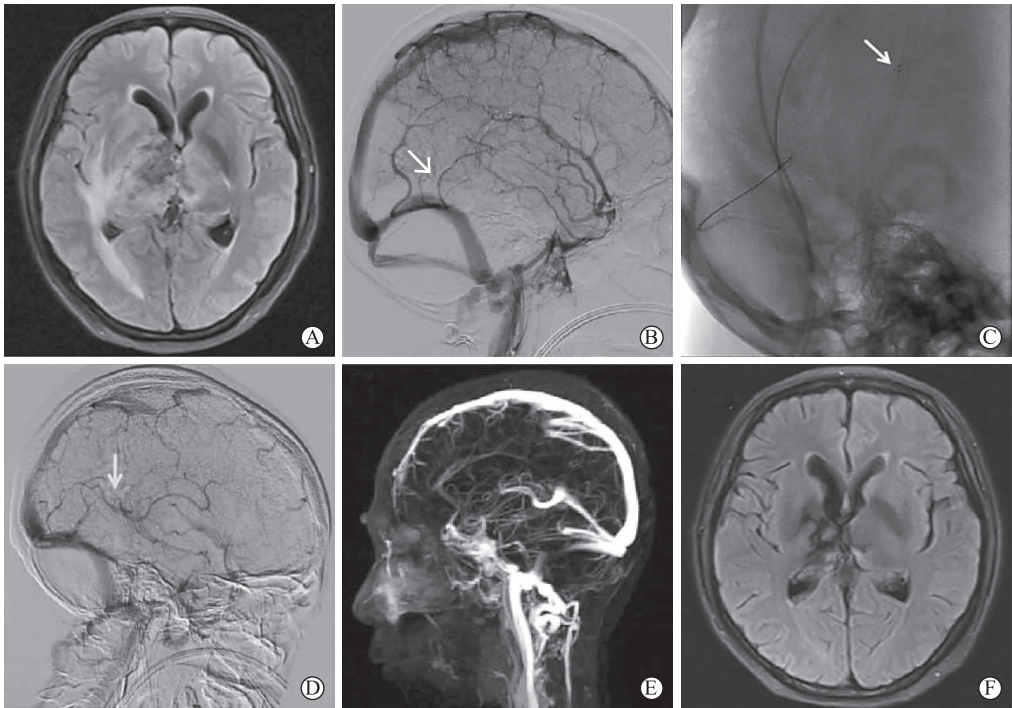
1 例 42 岁女性主诉头痛、意识障碍、左侧肢体无力 15 h 磁共振成像(Magnetic resonance imaging,MRI)显示静脉梗塞和双侧丘脑水肿,伴有出血转化(A);脑血管造影证实了 DCVST 的诊断,累及直窦和 Galen 静脉(B);直窦内采用可回收支架(SolitaireAB,4 mm×20 mm)取栓(C);连续3 d尿激酶持续静脉窦内泵入后脑血管造影显示 Galen 静脉显影良好(D);手术后患者恢复意识和肌力,术后第10 d的 MRI 显示完全再通,水肿小退(E 和 F)
